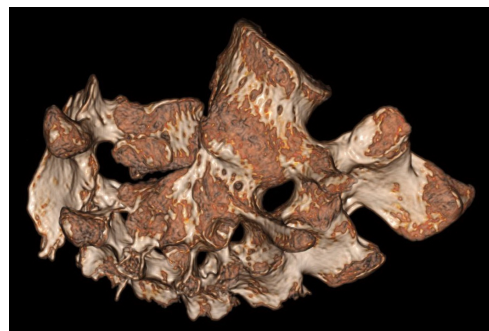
Компьютерная томография сросшихся позвонков. Вид справа, снаружи.
